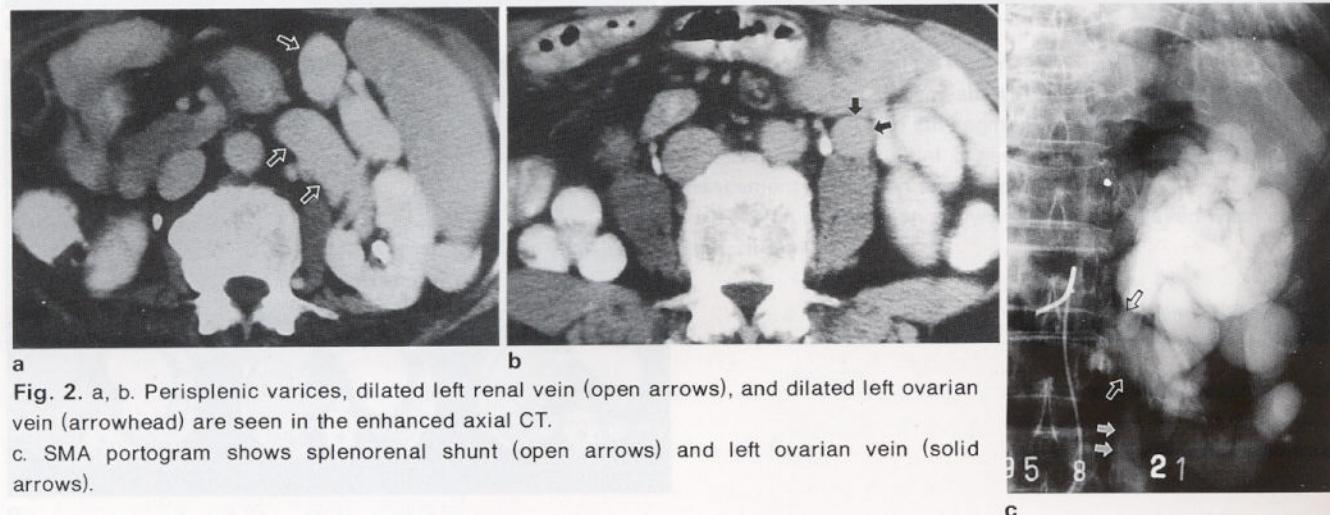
a, b. Perisplenic varices, dilated left renal vein (open arrows), and dilated left ovarian vein (arrowhead) are seen in the enhanced axial CT.
